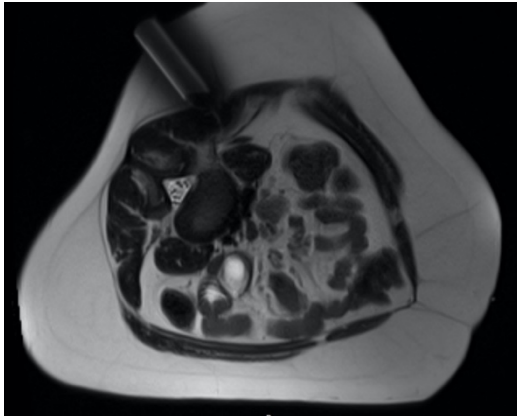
(a – f): Transhepatische, MRT-gesteuerte Biopsie der suspekten Raumforderung der Leberpforte eines zweijährigen Jungen. Die Bilder a – d zeigen das Monitoring des Bioprovorgangs mittels nativer T2-HASTE-Sequenzen in axialer Ebene. Zu sehen sind Suszeptibilitätsartefakte, verursacht durch die Kanüle bei Applikation der Lokalanästhesie (a) sowie durch die schrittweise eingebrachte Koaxialkanüle (b – e). Die Bilder e – f zeigen Kontrollaufnahmen nach Biopsie mittels T1-gewichteter und fettgesättigter Sequenzen (e) sowie eine Stunde nach Biopsie in fettgesättigter T1-Wichtung nach Kontrastmittelgabe (f). Der Pfeil markiert den Biopsiekanal. Kein Nachweis einer punktionsassoziierten Komplikation.
